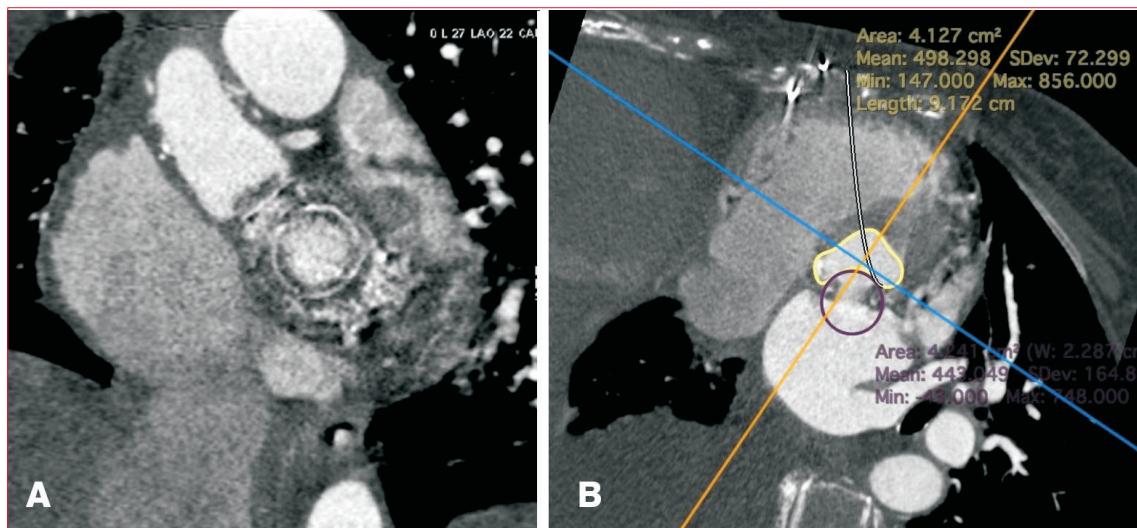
Tomografía cardíaca. A) Se observa prótesis mitral biológica con una imagen circundante al anillo interno de “hipoatenuación” con 125 UH que sugiere presencia de pannus. Diámetros internos de la prótesis: 21 x 29 mm, anillo 68 mm. B) Valoración del neotraccto (línea amarilla). Ángulo entre la válvula mitral y el TSVI-aorta: 67°.
